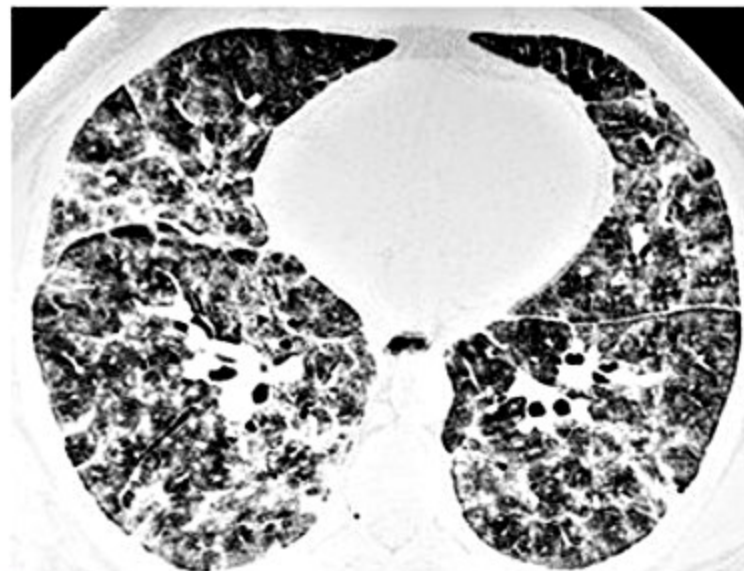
Silicose aguda: Tomografia de tórax de alta resolução (TCAR-tórax) evidenciando espessamento septal, vidro fosco e micronódulos do mesmo paciente da Figura 15.
